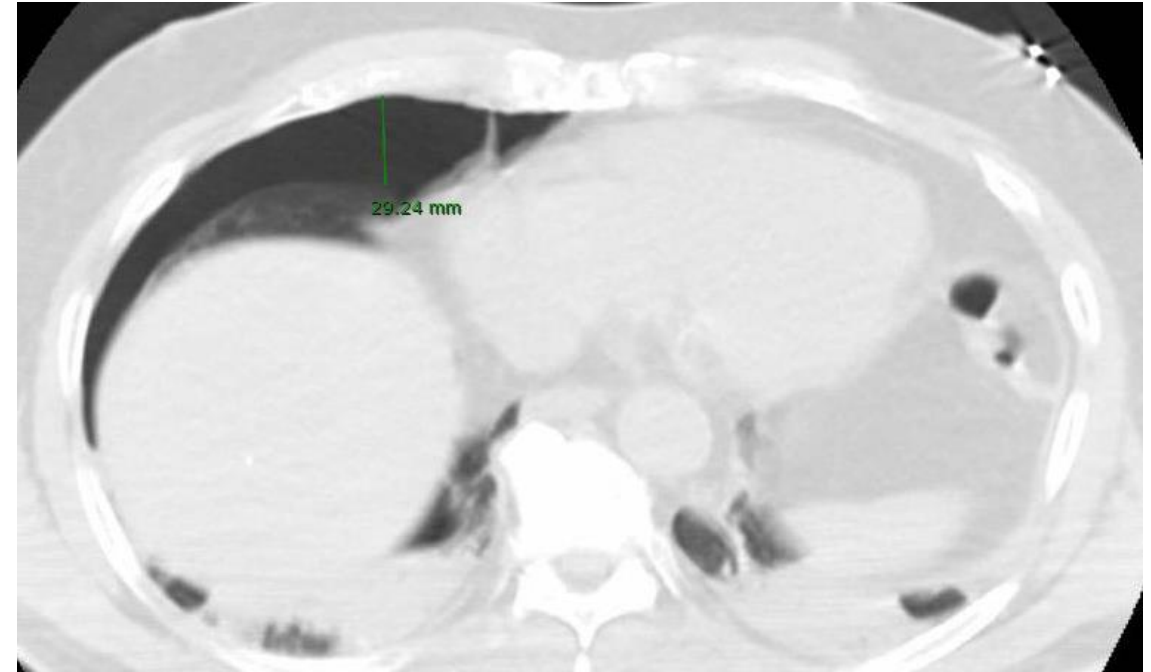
TC axial sin administración de contraste, con ventana pulmonar, obtenida inmediatamente después de la ablación por radiofrecuencia de una lesión tumoral subcapsular. Se observa un neumotórax anterior con un grosor máximo aproximado de 29 mm.
